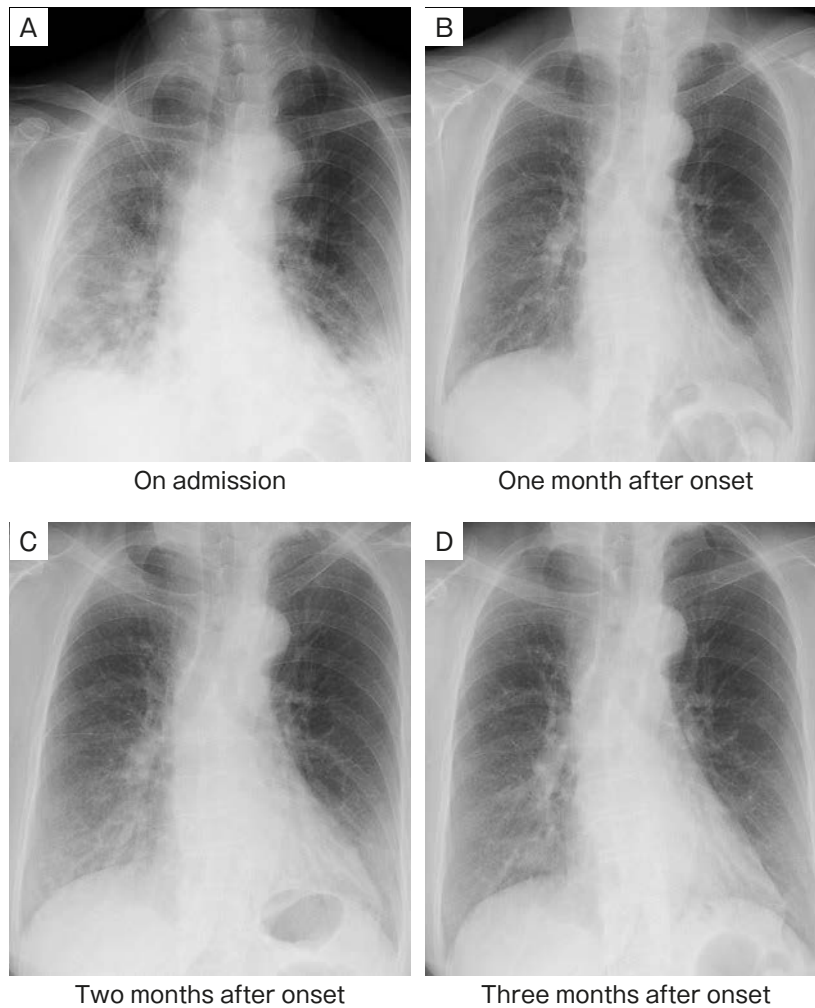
Chest X-ray findings. (A) Chest X-ray on admission revealed bilateral lung infiltration. (B) Chest X-ray 1 month after onset. Resolution of bilateral lung infiltration. (C) Chest X-ray 2 months after onset. Recurrence of bilateral lung infiltration. (D) Chest X-ray 3 months after onset. Bilateral lung infiltration had resolved once again.
